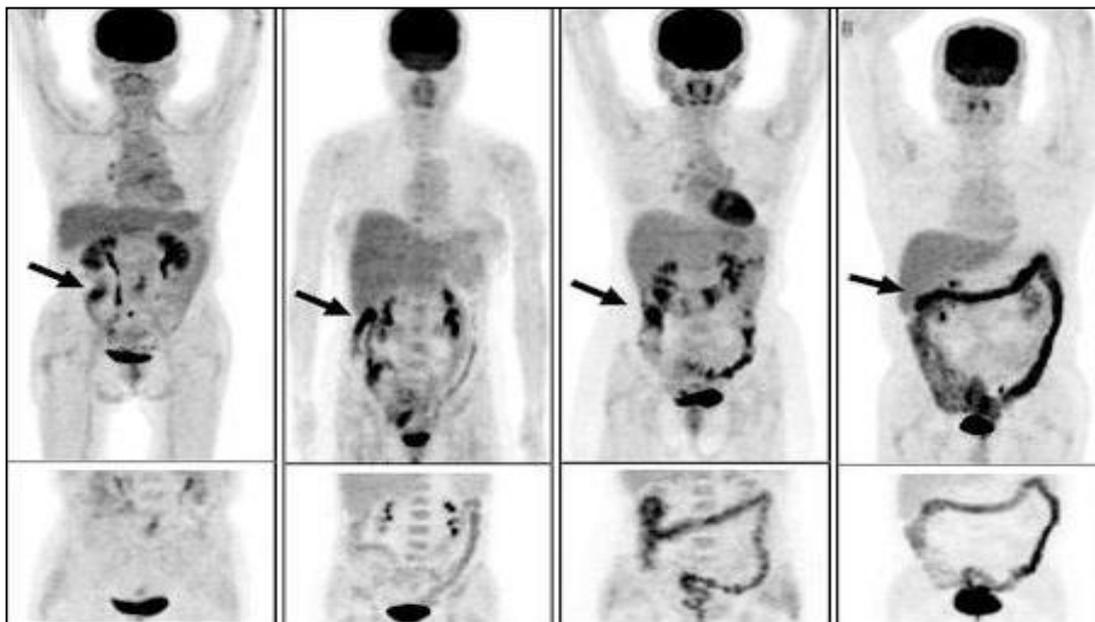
PET scans –colon
